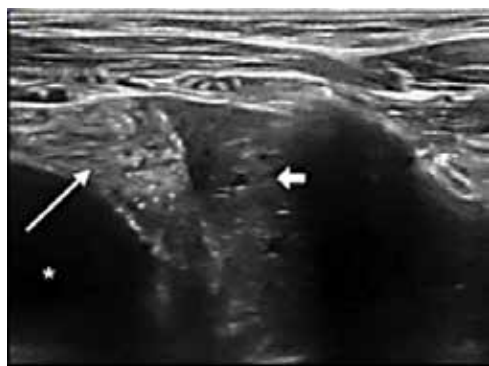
Consolidação com broncograma aéreo dinâmico, sem e com análise Doppler. Retirado de: Najgrodzka et al, 2019<sup>1</sup>.
